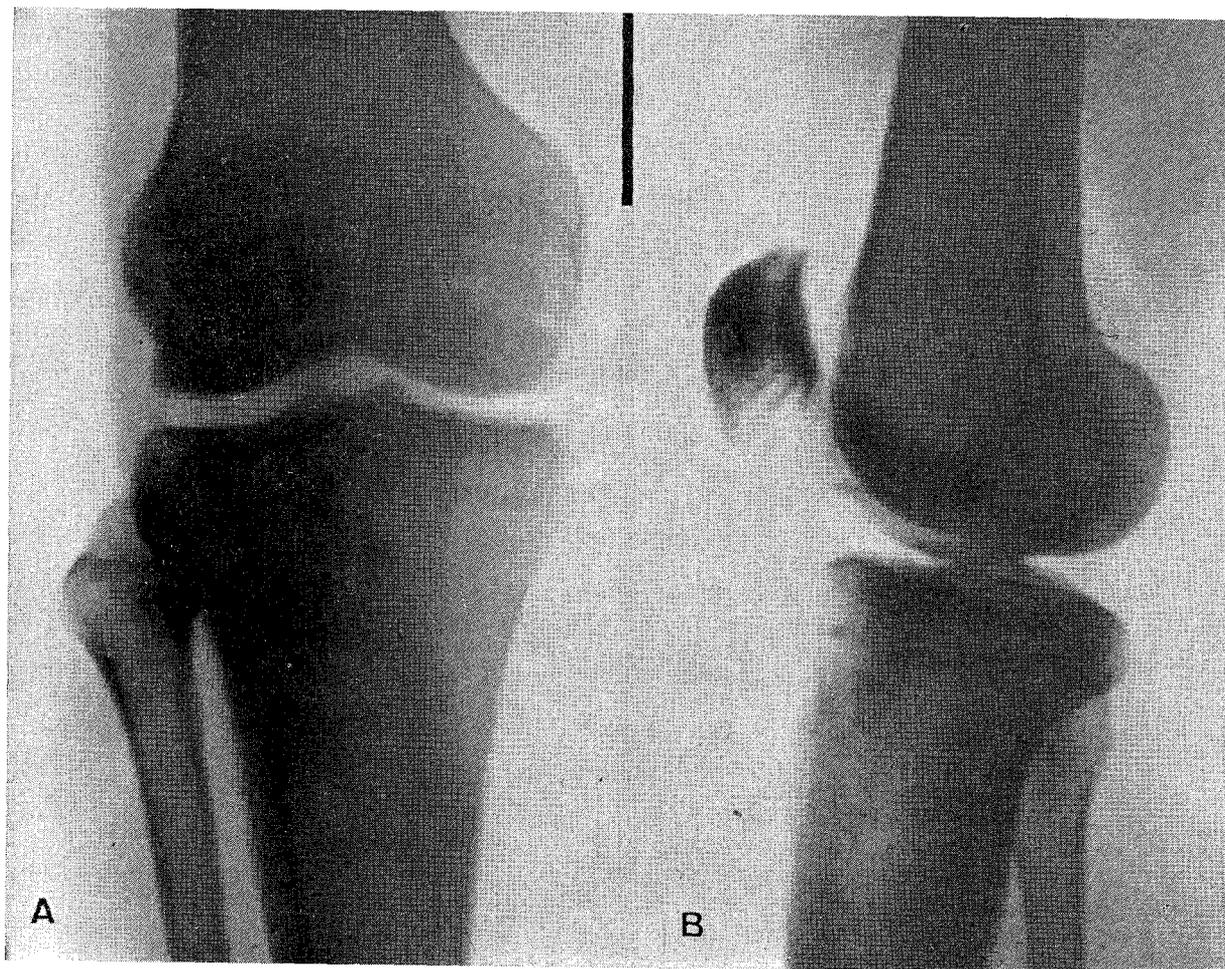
A y B, radiografías frente y perfil de la rodilla lesionada.
